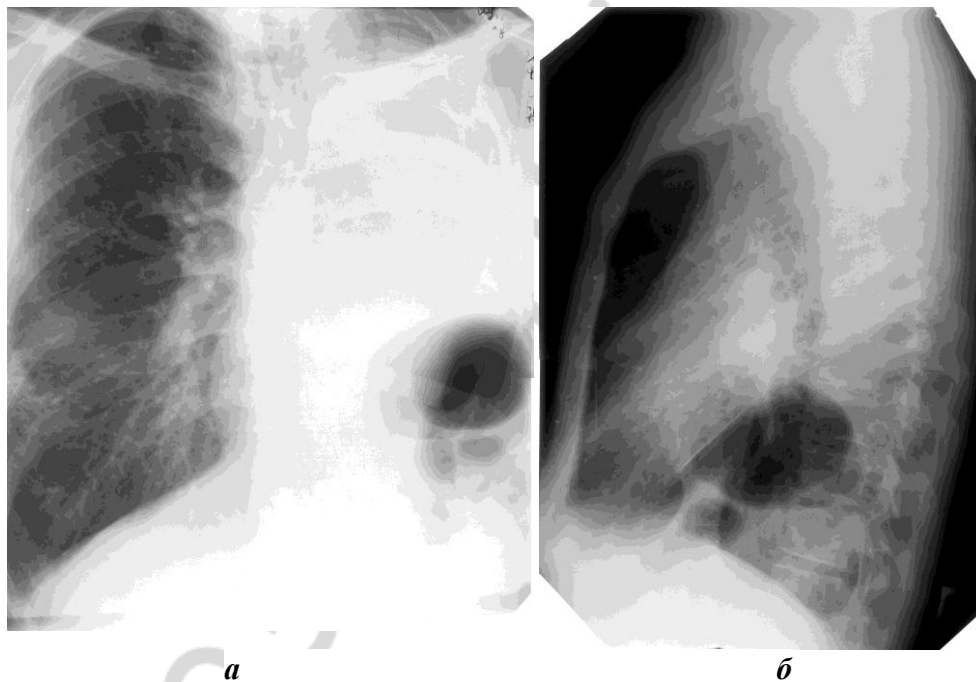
Тотальное неоднородное затемнение левой половины грудной клетки со смещением средостения, купола диафрагмы и пневмотизированных петель кишечника в сторону затемнения (левое легкое удалено). Рентгенография органов грудной полости в проекциях:
